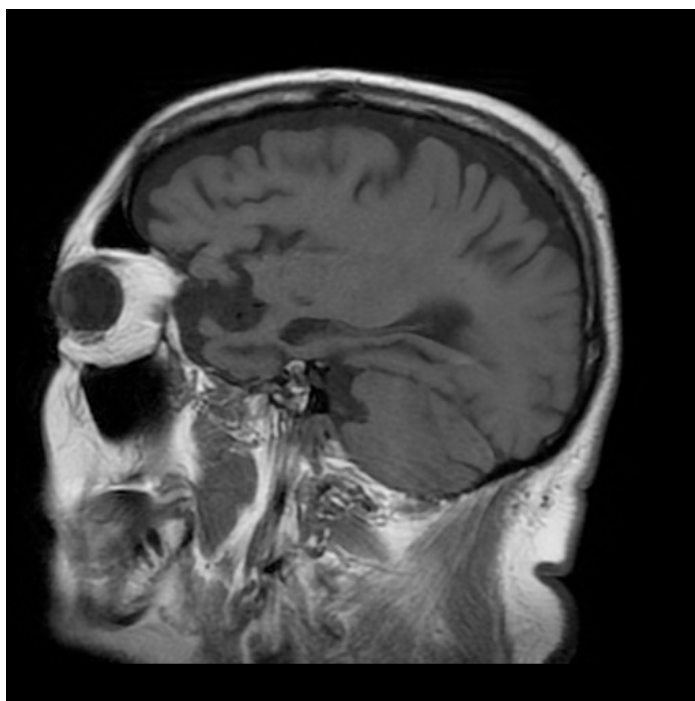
RM del paciente 8. Imagen de Resonancia Magnética encefálica ponderada en T1 perteneciente al paciente 8 en la que se observa atrofia frontal y temporal. El paciente no presentaba síntomas de deterioro cognitivo.
